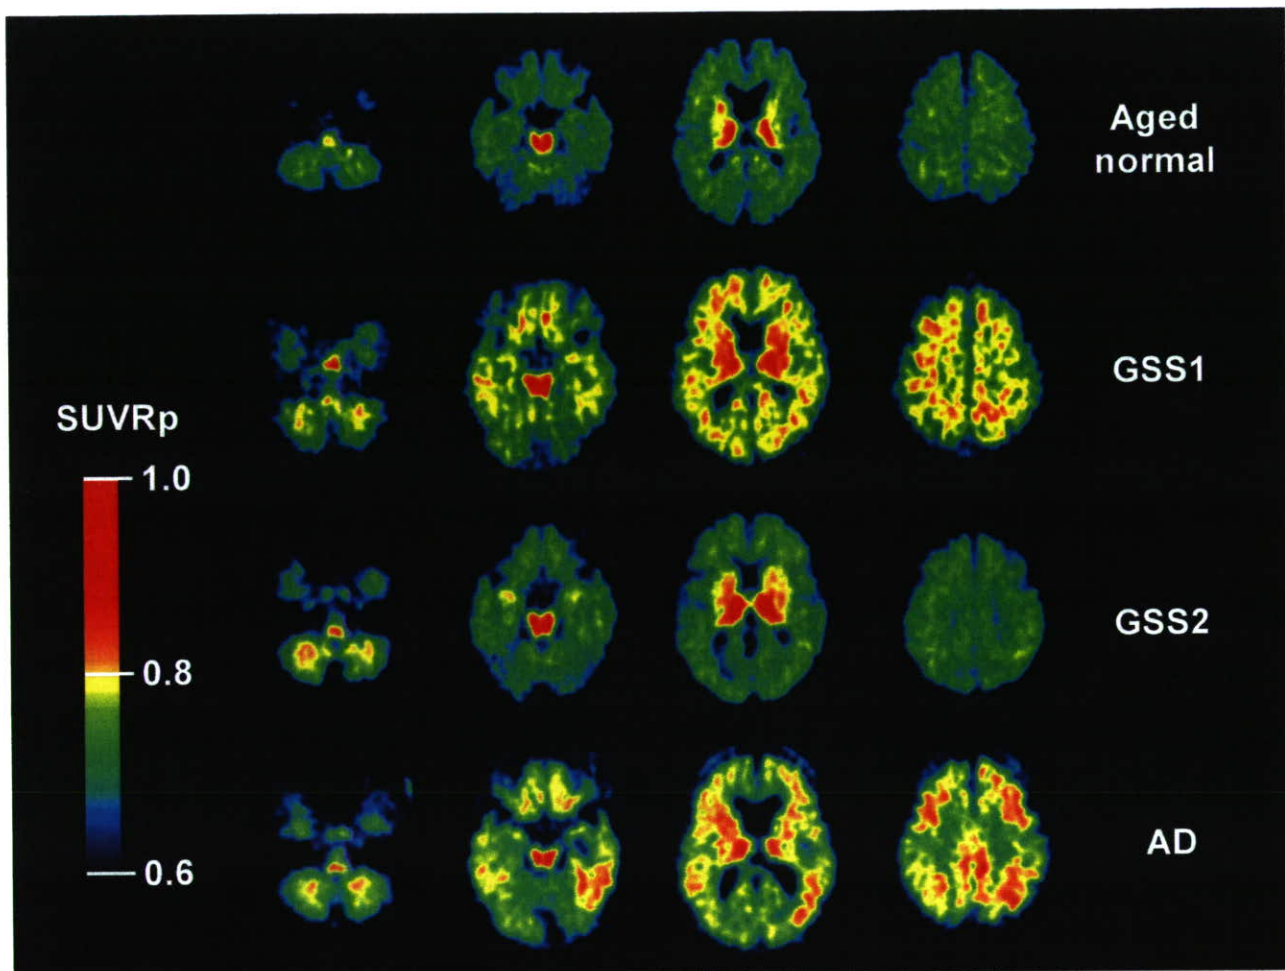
健常高齢者 (Aged normal)、ゲルストマン・ストロイスラー・シャインカー症候群 (GSS)、アルツハイマー病 (AD) 患者の $^{11}\text{C}$ BF-227 PET 画像 (投与 20~40 分後の SUV 対橋比(SUVRp)画像)
